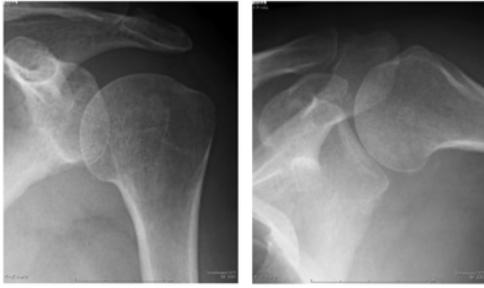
初診時単純X線所見 a.下垂外旋位 b.挙上位
